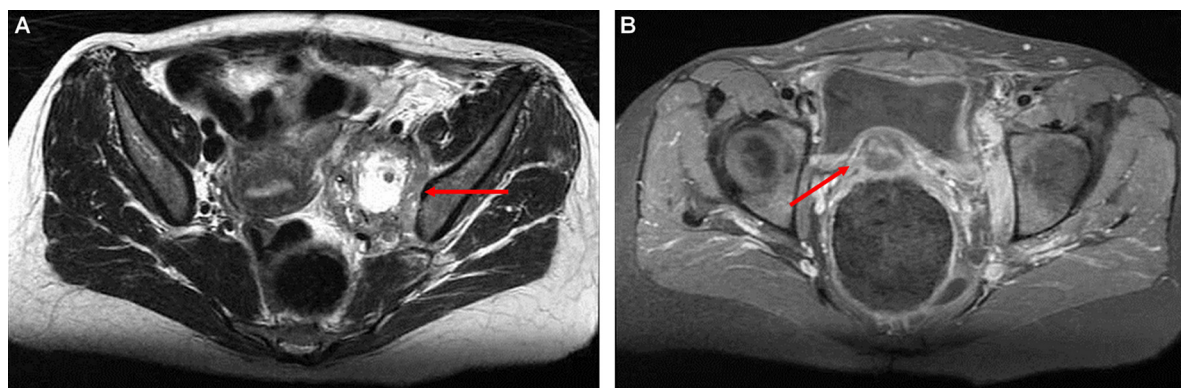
IRM pelvienne après injection de gadolinium, coupe axiale. A. Séquence T2, adénopathie iliaque interne gauche. B. Séquence T1 FATSAT, col de l'utérus sans lésion radiologique.
